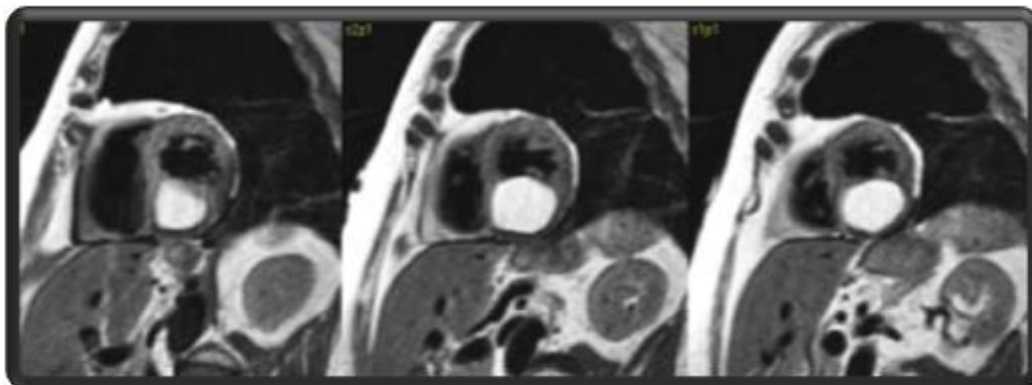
Lipoma cardíaco (RMN): Imagem hiperintensa na ponderação T1.
